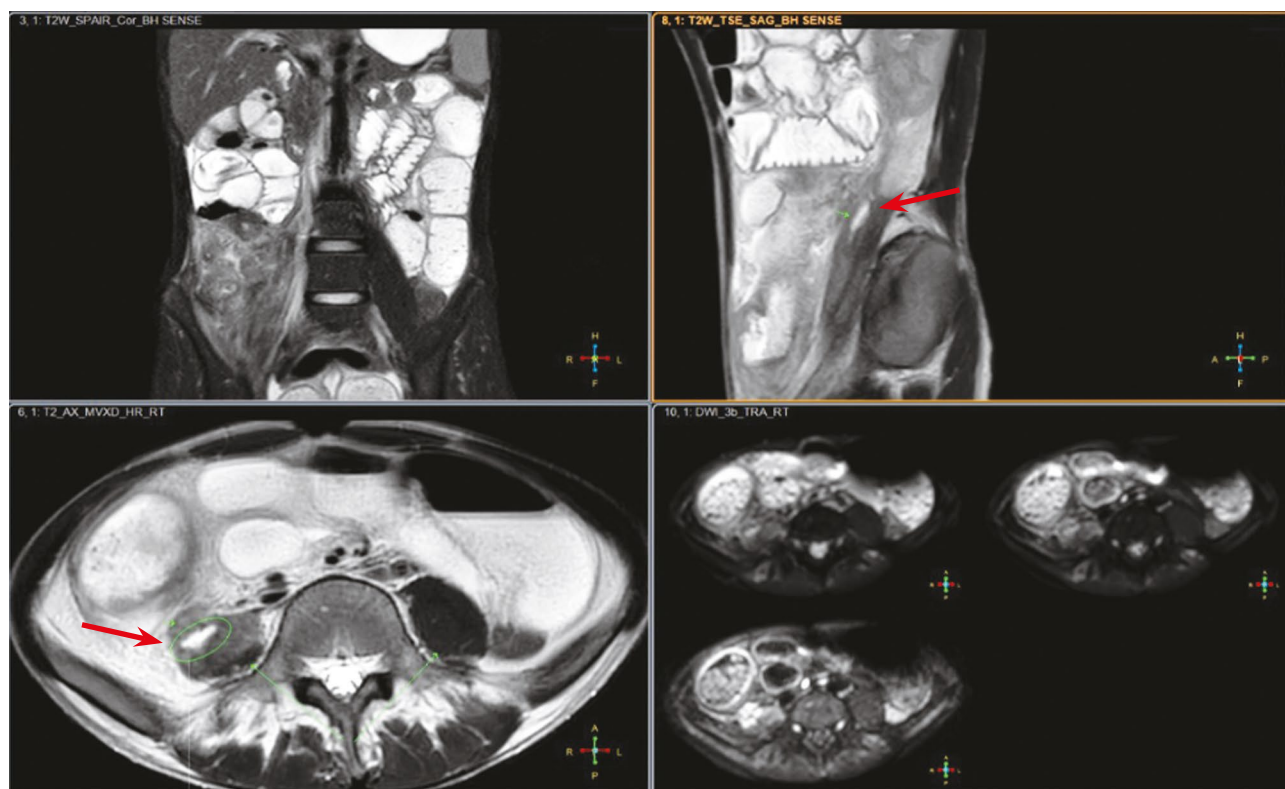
Гидро-магнитно-резонансная томография пациента № 5. Стрелкой маркирован псоас-абсцесс.
